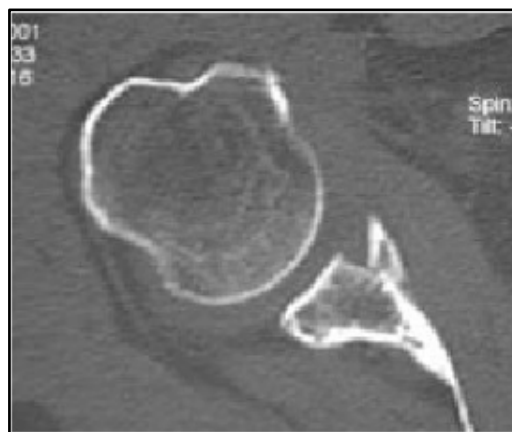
TDM de l'épaule - Fracture de glène stade 2.
